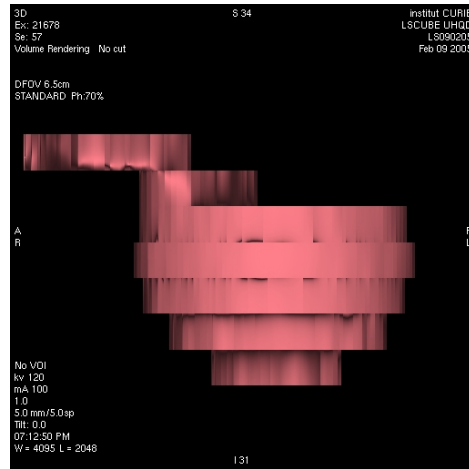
Volume rendering of the ball on four-dimensional computed tomography at phase 70% (motion A). $T_r = 1$ s, $T_i = 0.5$ s, $T_d = 4$ s. The T_d value is too small (less than the breathing cycle duration, c), and large inconsistencies between the slices are observed
